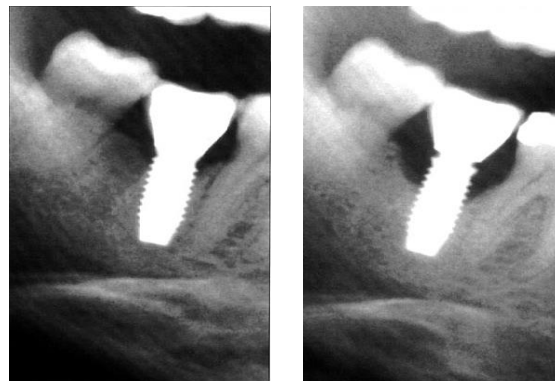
La radiografía muestra: A- un implante con mucositis y B- un implante con periimplantitis.
